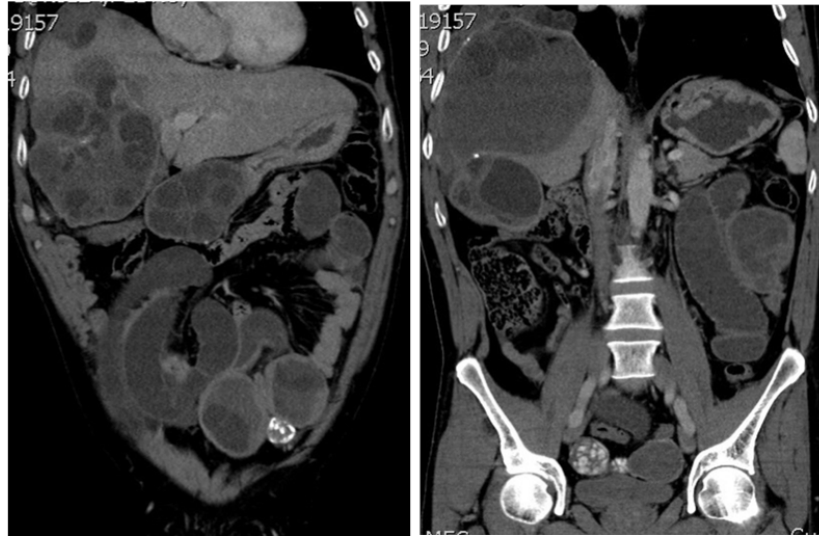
TAC de abdomen, reconstrucción coronal, se identifican múltiples quistes, en hígado y hueso pélvico: complejos y multiloculados.
